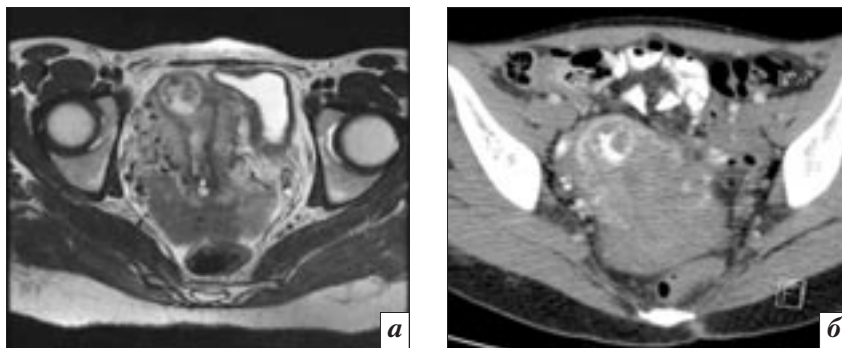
МРТ (а) и МСКТ (б) малого таза, аксиальная плоскость. В дне матки определяется новообразование (хориокарцинома), достигающее серозной поверхности и полости матки, при КТ интенсивно накапливающее контрастное вещество в артериальной фазе контрастирования (б)
